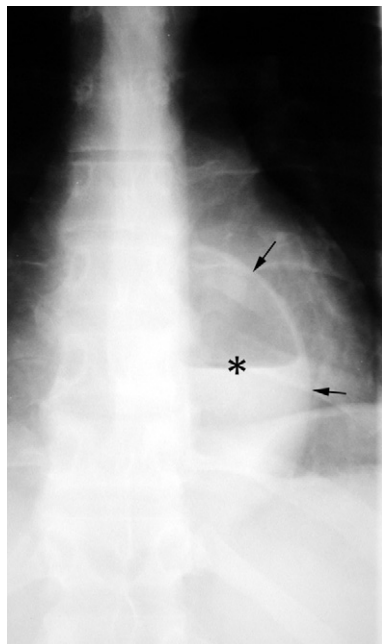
Image cavitaire paramédiastinale postérieure gauche avec niveau hydroaérique (*astérisque*), paroi fine et régulière (*flèches*), angles de raccordement obtus avec le médiastin en rapport avec une hématomapneumatocèle paramédiastinale. Radiographie thoracique de face.
